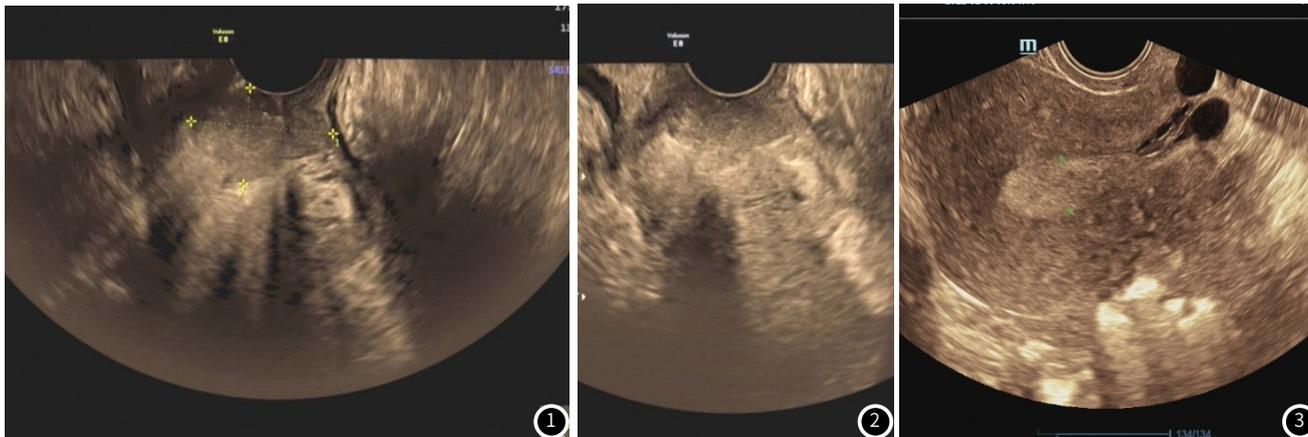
~图2 病例1,女性,45岁,接触性出血就诊。超声提示子宫宫颈外口处异常回声团,未除外宫颈Ca。图3 病例2,患者女,50岁,围绝经期,月经紊乱1年。彩超提示:子宫内层回声增强并不均声像。
